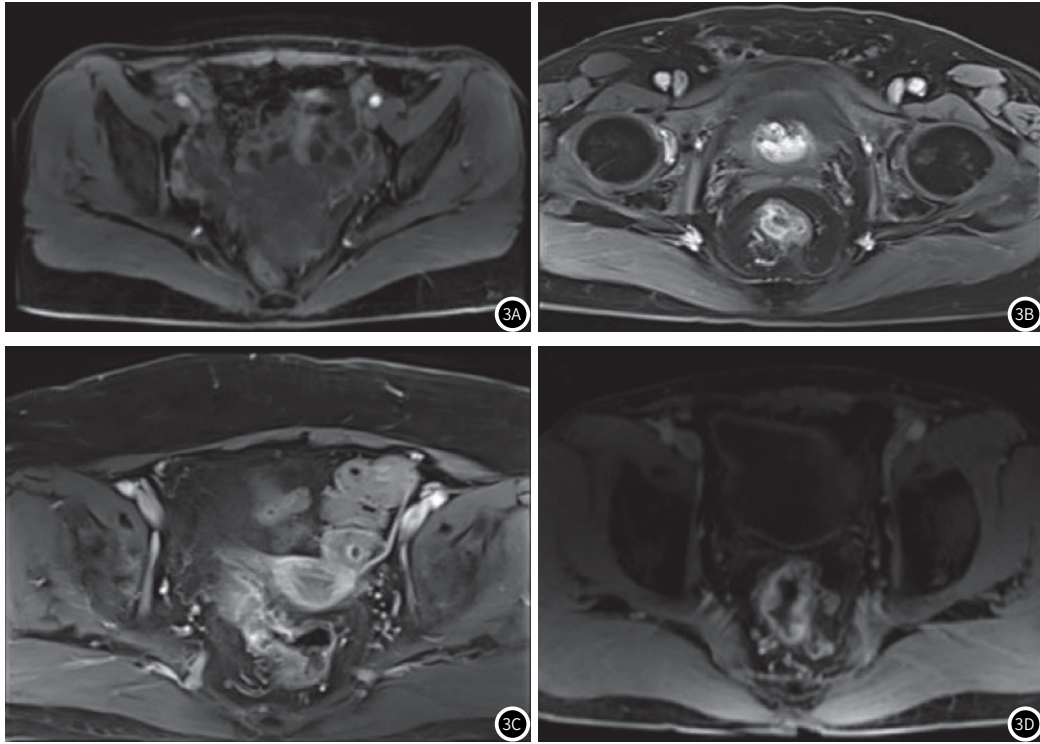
复发性RC患者的MRI图像。(3A)1例为T1期RC,病变下方粘膜下层呈高信号,无固有肌受累。(3B)1例为T3期RC,有固有肌和直肠周围脂肪组织,但无直肠系膜和筋膜。(3C)1例为N1期RC,有淋巴结转移。(3D)患者处于N2期RC,双侧淋巴结转移。
